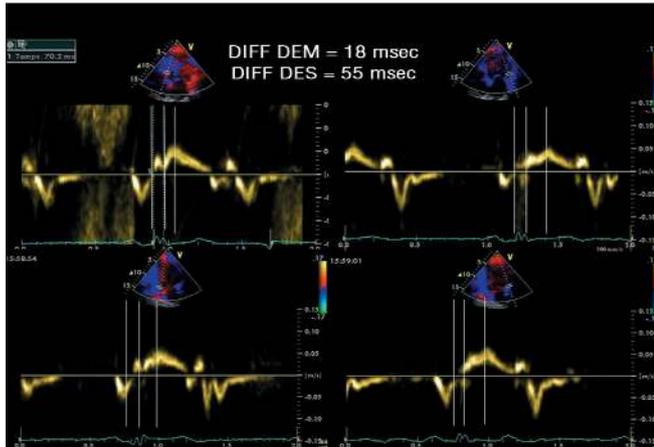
Exemple d'asynchronisme sur la mesure du délai électro-systolique (DES) dont la différence entre la paroi la plus précoce (septale) et la plus tardive (latérale) est supérieure à 40 msec contre 18 msec pour les délais électro-mécaniques (DEM). Cas typique de discordance sur les paramètres échocardiographiques.
